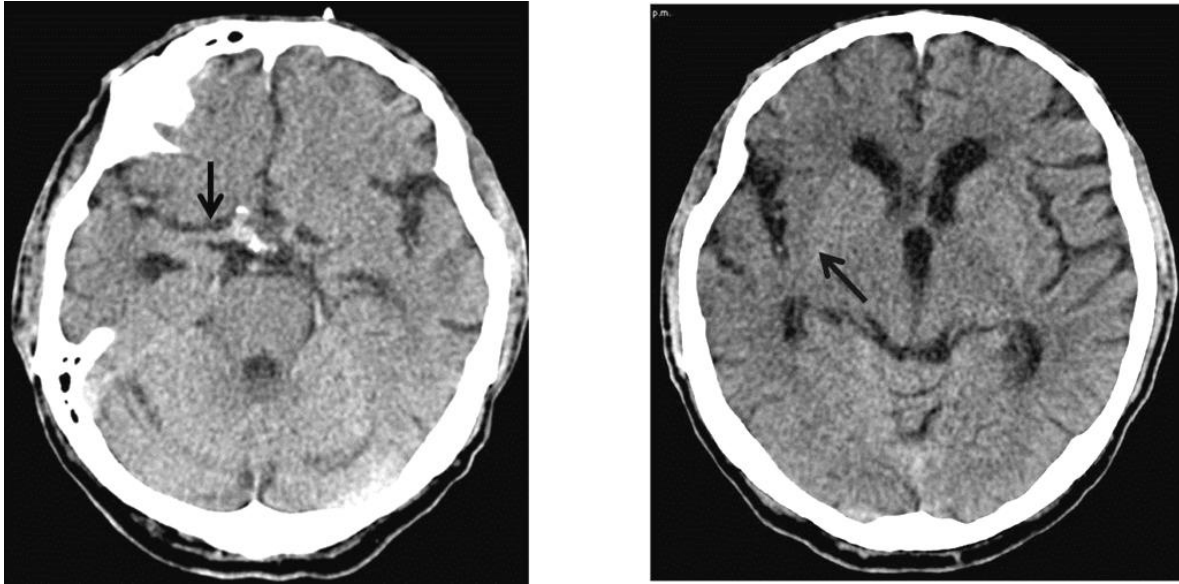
ECV hiperagudo. Imágenes axiales de TC, que muestran en la primera el “signo de la ACM hiperdensa” y en la segunda el “signo de la cinta insular” del lado derecho, señalados cada una con la flecha negra. Imagen archivo F.C.I
